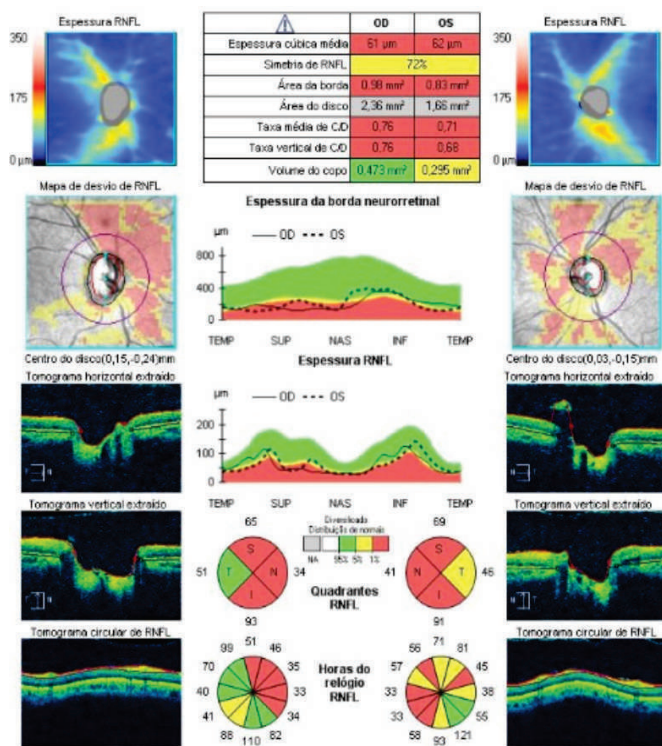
Tomografia de coerência óptica demonstrando diminuição da camada de fibras nervosas em ambos os olhos
